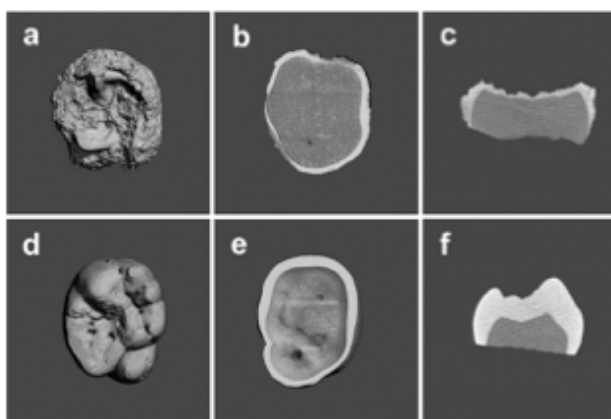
Micro-CT imagem do esmalte: a), b), c) Esmalte hipomaturo, d), e), f) Esmalte normal (Y. Sa et al, 2014)
